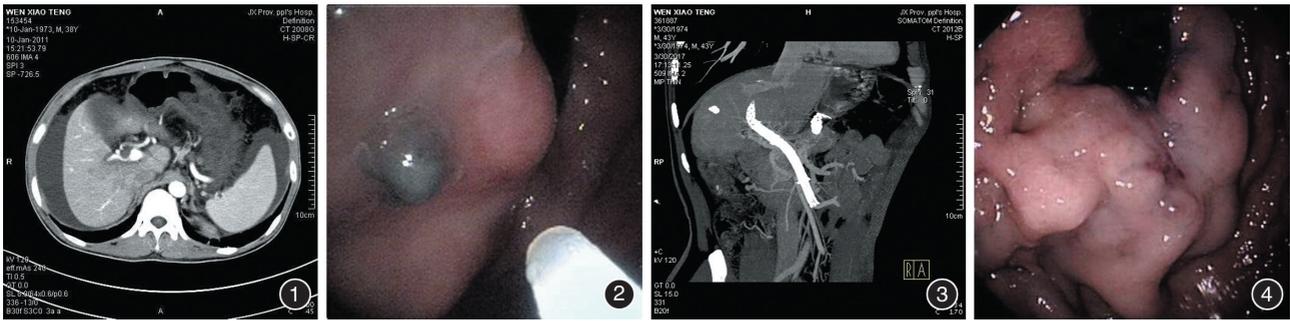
腹部增强 CT 见肝实质内多发小片状无强化稍低密度影 图 2 内镜下注射硬化剂与组织胶止血治疗 图 3 上腹部 CT 血管造影可见门静脉内高密度支架影 图 4 内镜下见胃体黏膜呈马赛克样改变,表面可见点状糜烂,可见散在黏膜下出血点
